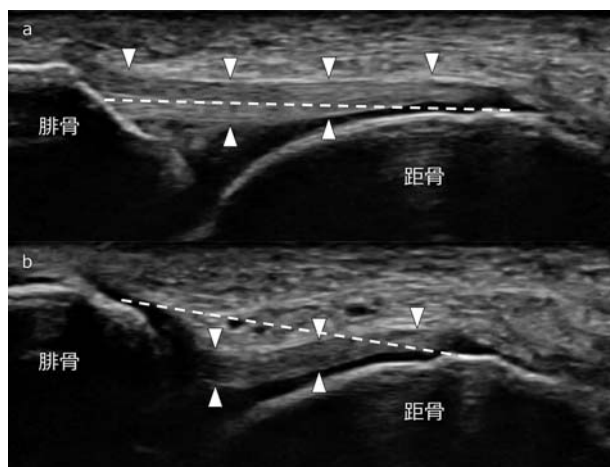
前距腓靱帯損傷(陈旧例)超音波検査時の注意事項
